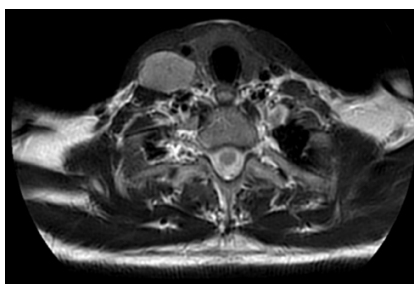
Aspectul IRM al formațiunii tumorale în plan axial, secvență T2 TSE, postcontrast
